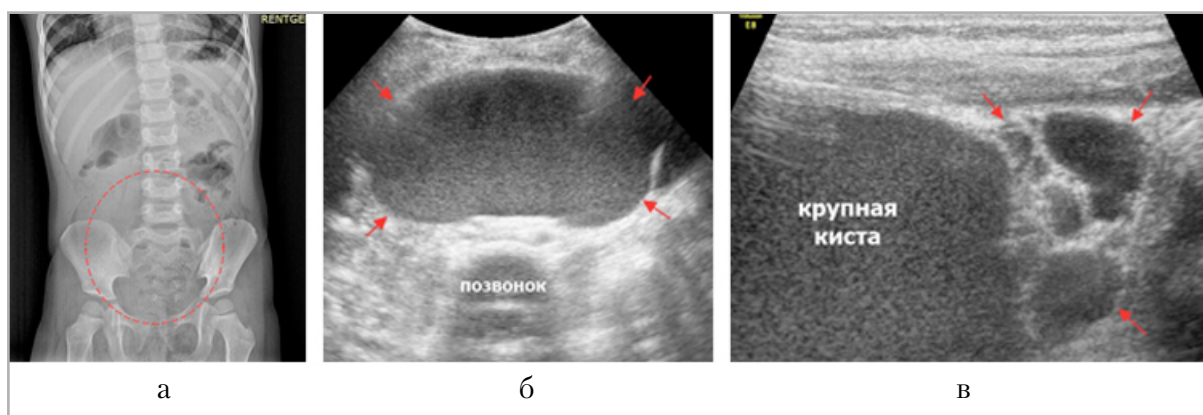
Обзорная рентгенограмма и эхограммы органов брюшной полости: а — обзорная рентгенограмма органов брюшной полости в прямой проекции в вертикальном положении ребенка, область сниженного газонаполнения (в красном контуре); б — эхограмма: крупная киста (красные стрелки); в — эхограмма: мелкокистозный компонент (красные стрелки)
